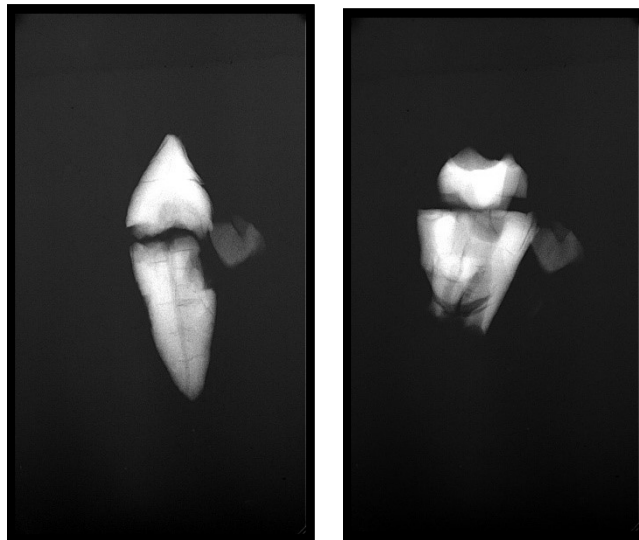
Radiografia de dentes hígidos sujeitos a 1100°C.
